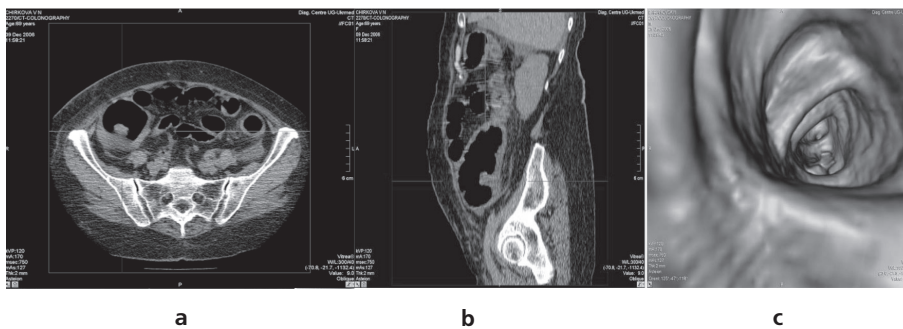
МСКТ и виртуальная колонография. (с — см. цветную вкладку).
